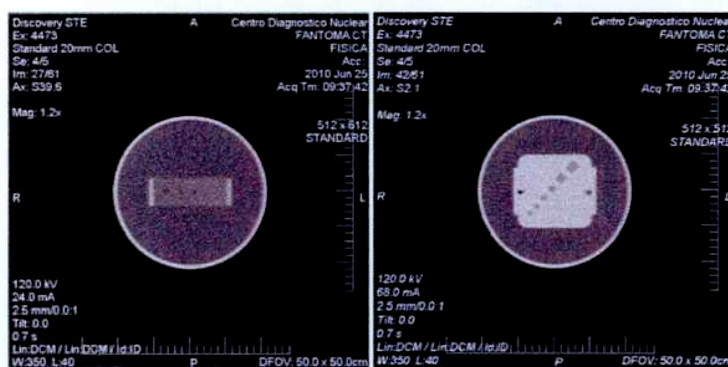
Imágenes phantom CT.
